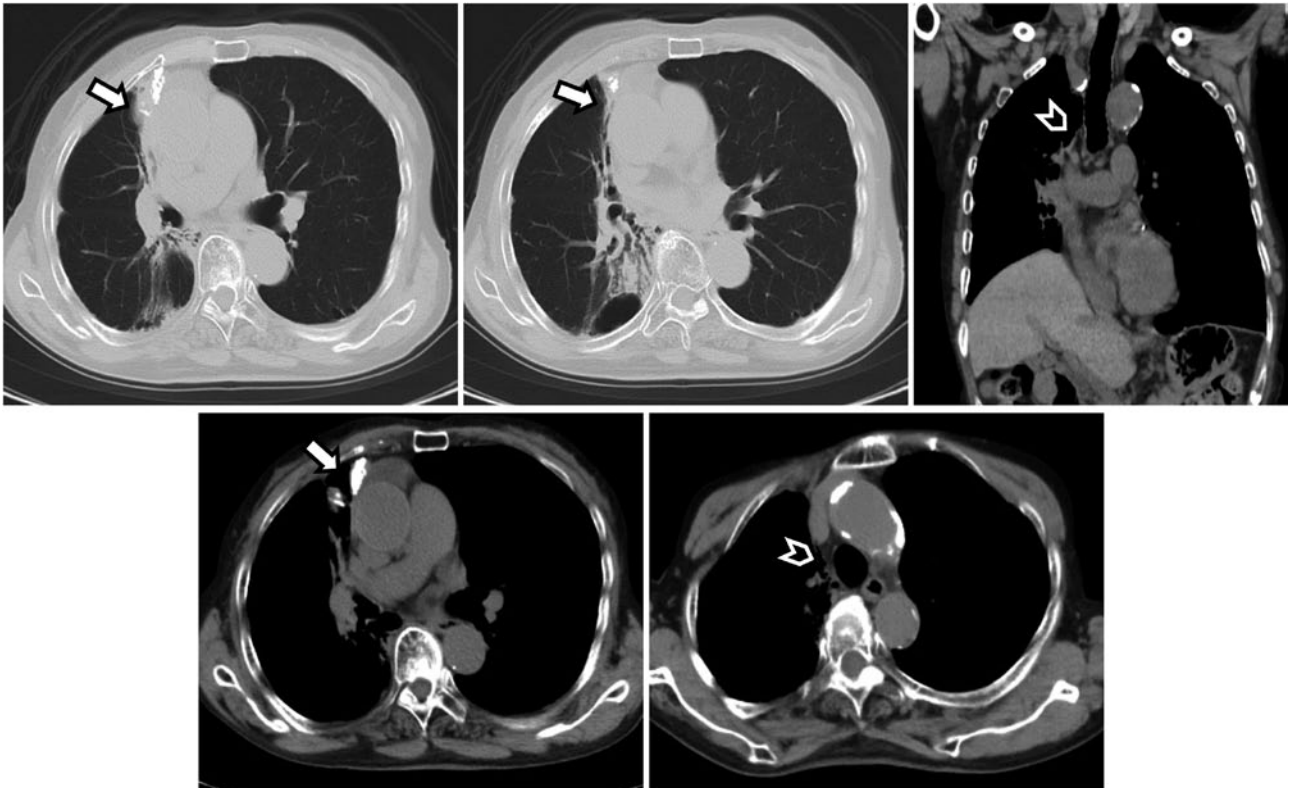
放射線単独療法終了約2年後の胸部単純CT. 石灰化を伴う多発腫瘍 (矢印) や右気管傍リンパ節 (矢頭) は縮小を維持している.
